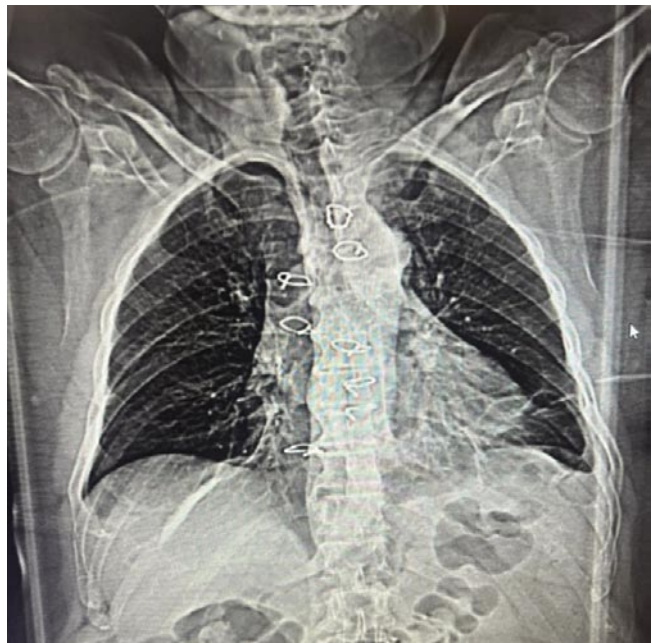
Рентгенограмма грудной клетки с «дислокацией» металлических серкляжных швов грудины, свидетельствующие о ее нестабильности.
